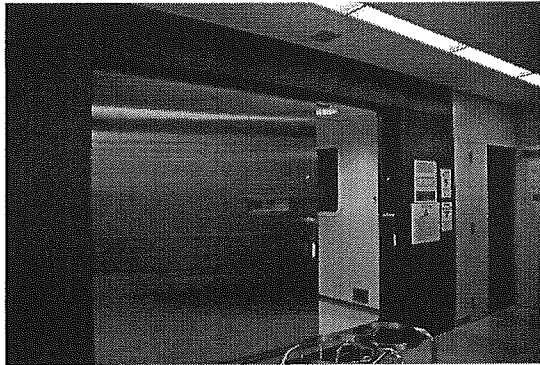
スタッフ用扉の開いた入り口 (MRI側)
